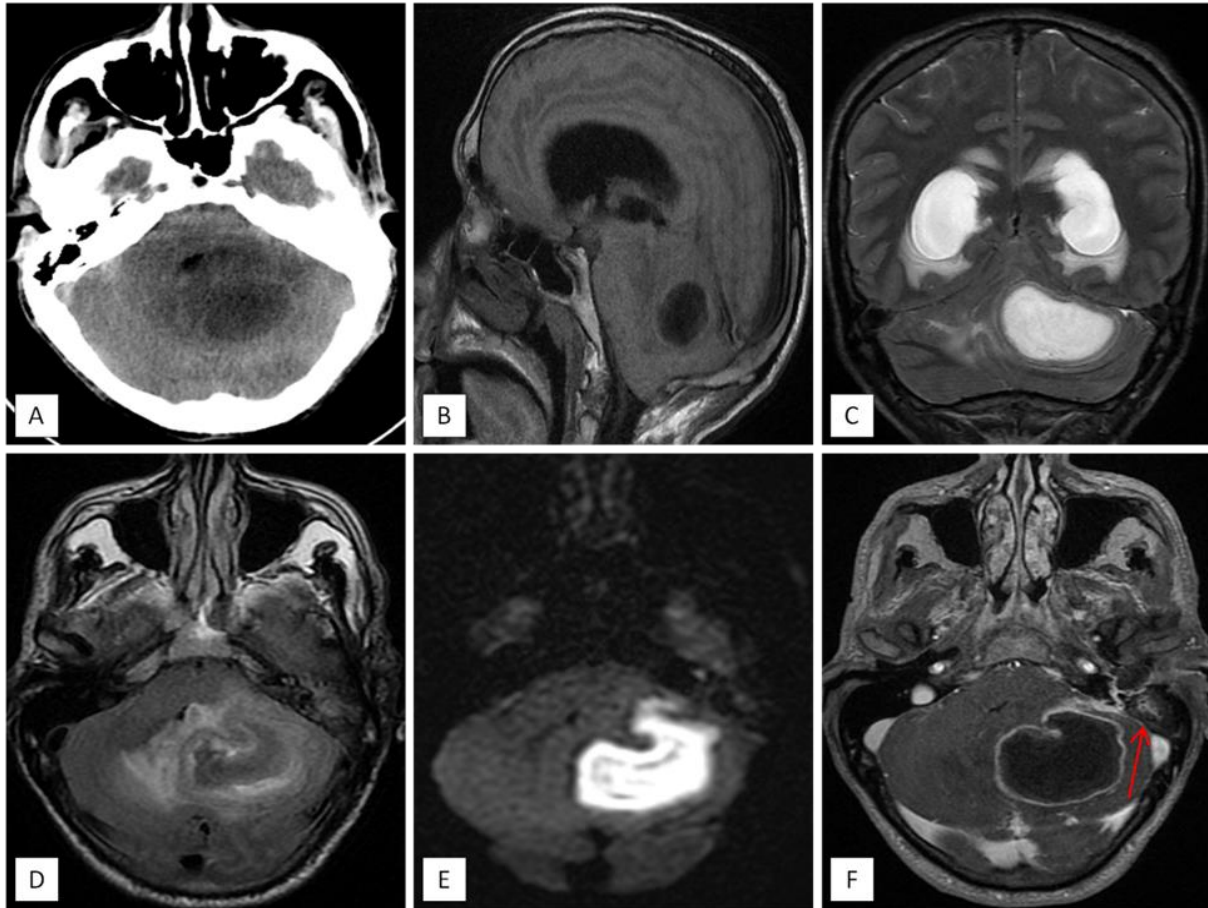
La TDM cérébrale montre une lésion hypodense de la FCP exerçant un effet de masse sur le V4 (coupe axiale : A). L'IRM objective la présence d'une collection cérébelleuse et vermiennne gauche, en hyposignal T1 (coupe sagittale : B), en hypersignal T2 (coupe coronale : C), en hyposignal FLAIR (coupe axiale : D), restrictive en diffusion (coupe axiale : E), à paroi régulière épaisse rehaussée après contraste (coupe axiale : F) entourée d'un œdème périlésionnel. Cette collection vient au contact de la paroi postérieure de la pyramide pétreuse gauche, avec comblement des cellules mastoïdiennes (flèche rouge : F). Elle est responsable d'une compression du V4 avec hydrocéphalie triventriculaire et d'un début d'engagement amygdalien.
